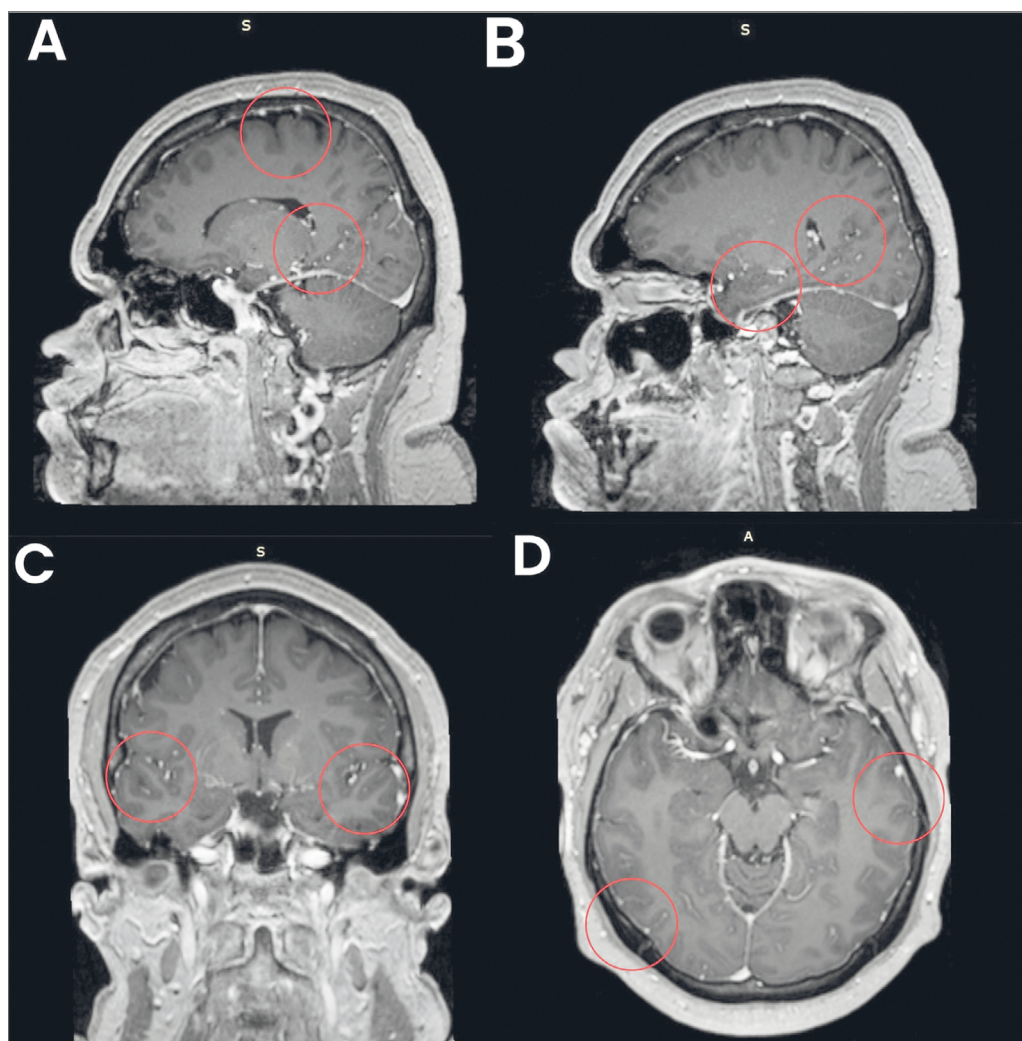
Brain magnetic resonance imaging demonstrating cerebral white matter changes of vascular origin.
